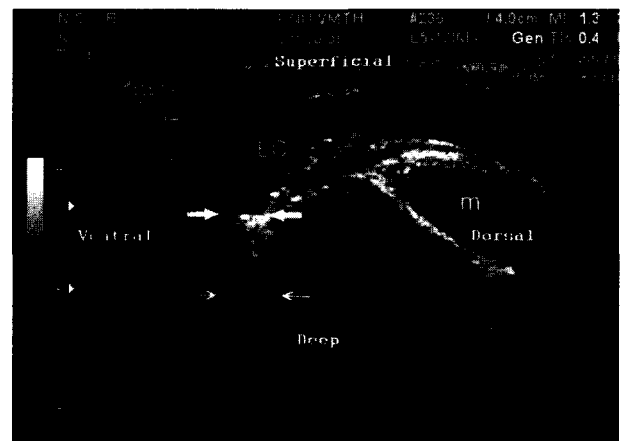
The ultrasonographic image of the tympanic membrane after the warm saline was infused into the ear canal. The external ear canal(EC) is presented as an anechoic structure. The tympanic membrane(solid arrows) is identified as a hyperechoic line with acoustic enhancement(arrows). m, temporal muscle
